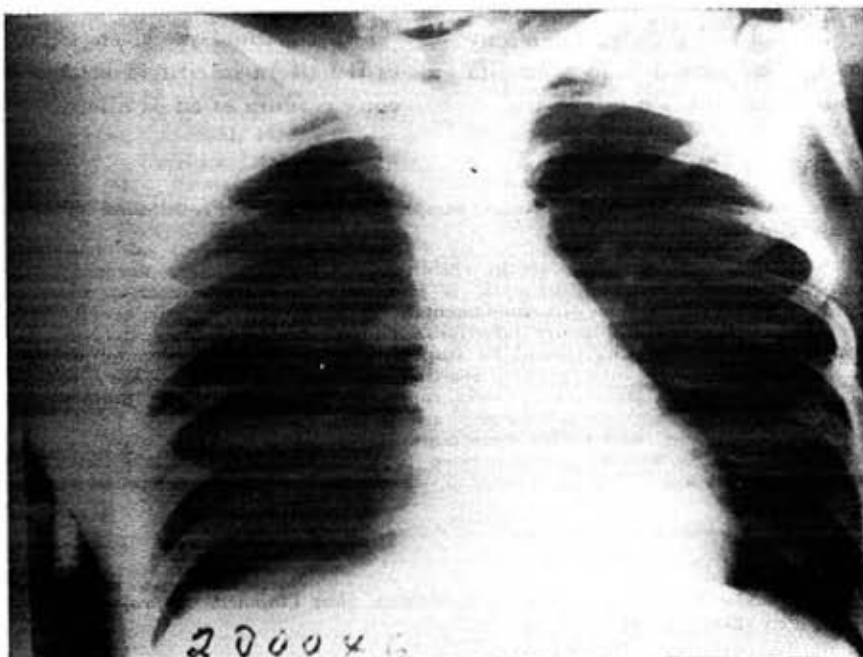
Radiografía posoperatoria del caso No. 2 que demuestra la desaparición de la opacidad del vértice pulmonar derecho.
